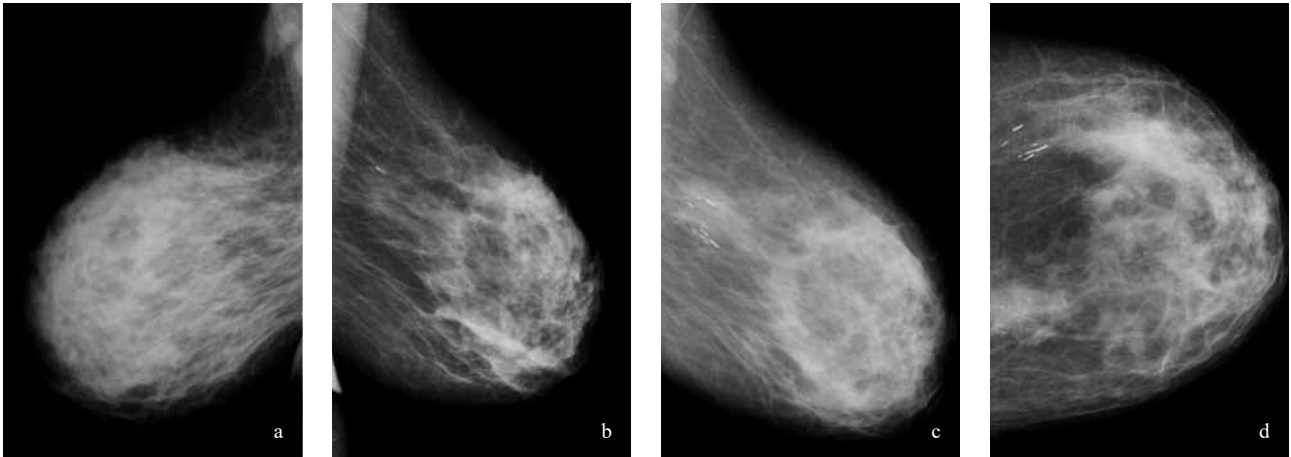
77-ročná pacientka so zápalom ľavého prsníka trvajúcim 4 dňmi, realizované USG vyšetrenie v spádovej nemocnici s negatívnym výsledkom. Na odporúčanie spádového rádiológa pacientka prichádza na naše pracovisko cca v odstupe 1 mesiac s klinickým obrazom pomarančovej kože, neostroohraničeným erytémom perimaleolárne, s prevahou v mediálnom kvadrante (MQ). Na našom pracovisku realizované MMG, USG vyšetrenie a následná biopsia tumorózneho ložiska potvrdili diagnózu IBC.
